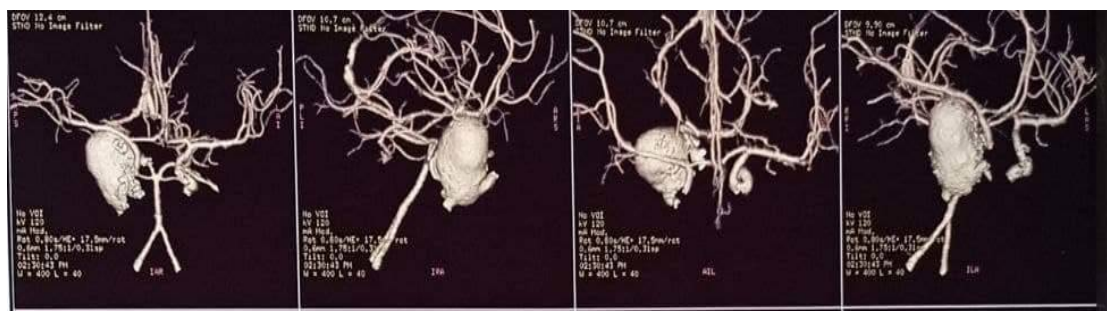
МСКТ ангиография головного мозга. Гигантская аневризма в кавернозном отделе ВСА.
